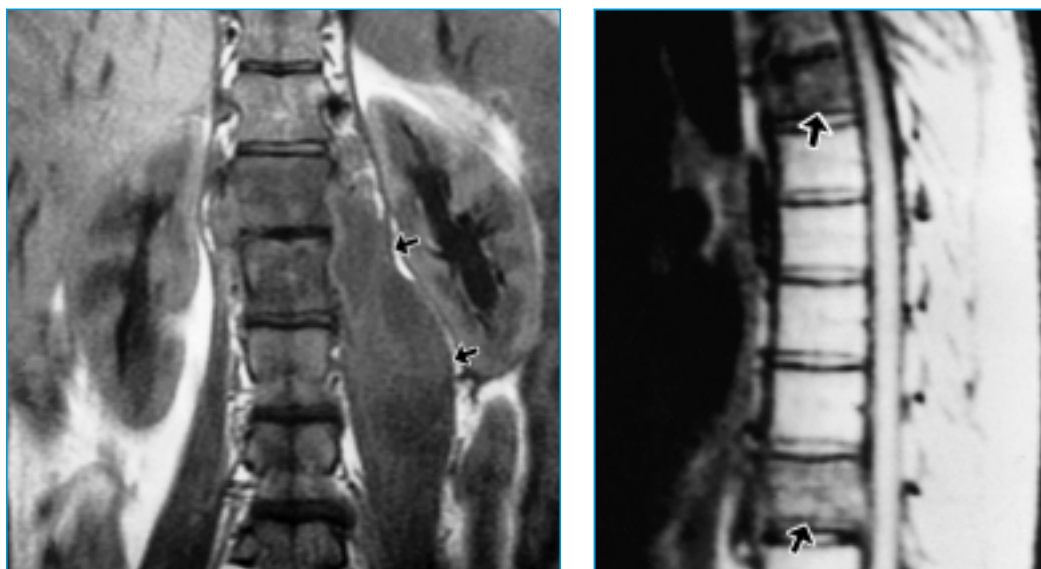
Aspect RMN: tuberculoză vertebrală cu absces de psoas stâng (16)
